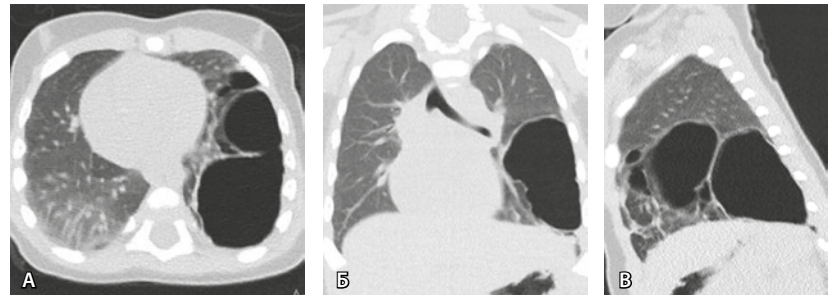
Компьютерные томограммы органов грудной клетки (легочное окно):
